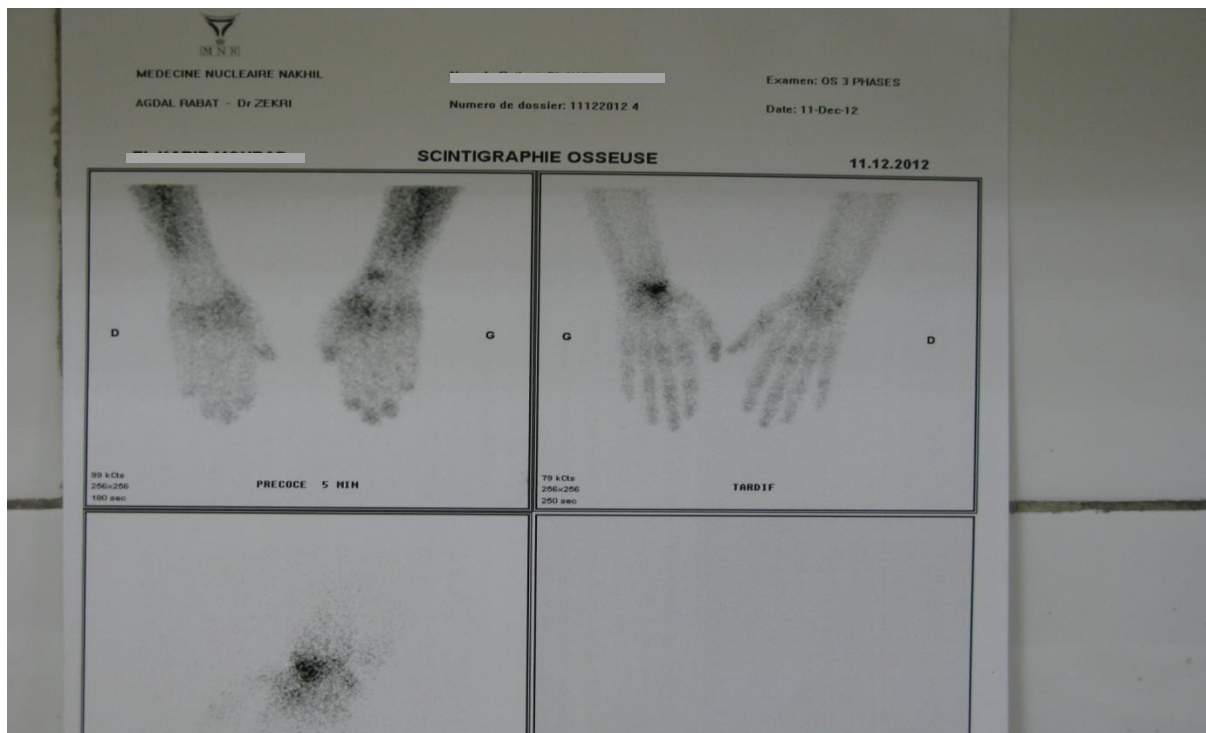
scintigraphie osseuse montrant un point hyper fixant en regard de la partie externe du poignet gauche
